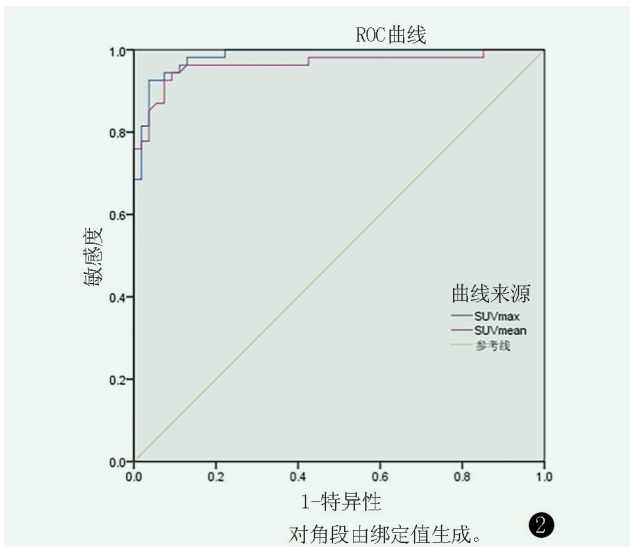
SUV_{max} 和 SUV_{mean} 判断正常骨与病灶的 ROC 曲线, 可见 SUV_{max} 的 AUC 大于 SUV_{mean}
